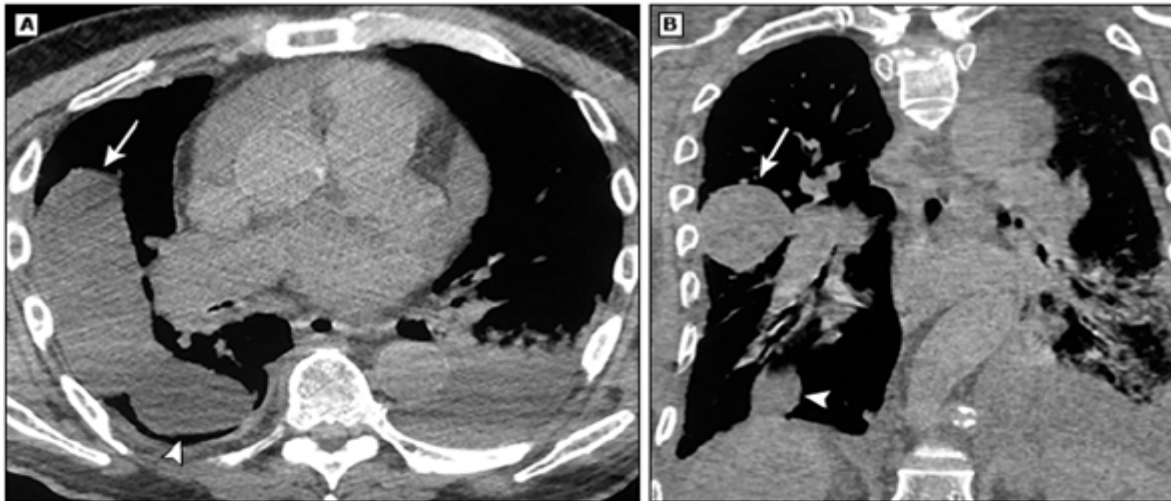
Derrame pleural en tomografía. A) vista coronal. B) Derrame pleural loculado.
